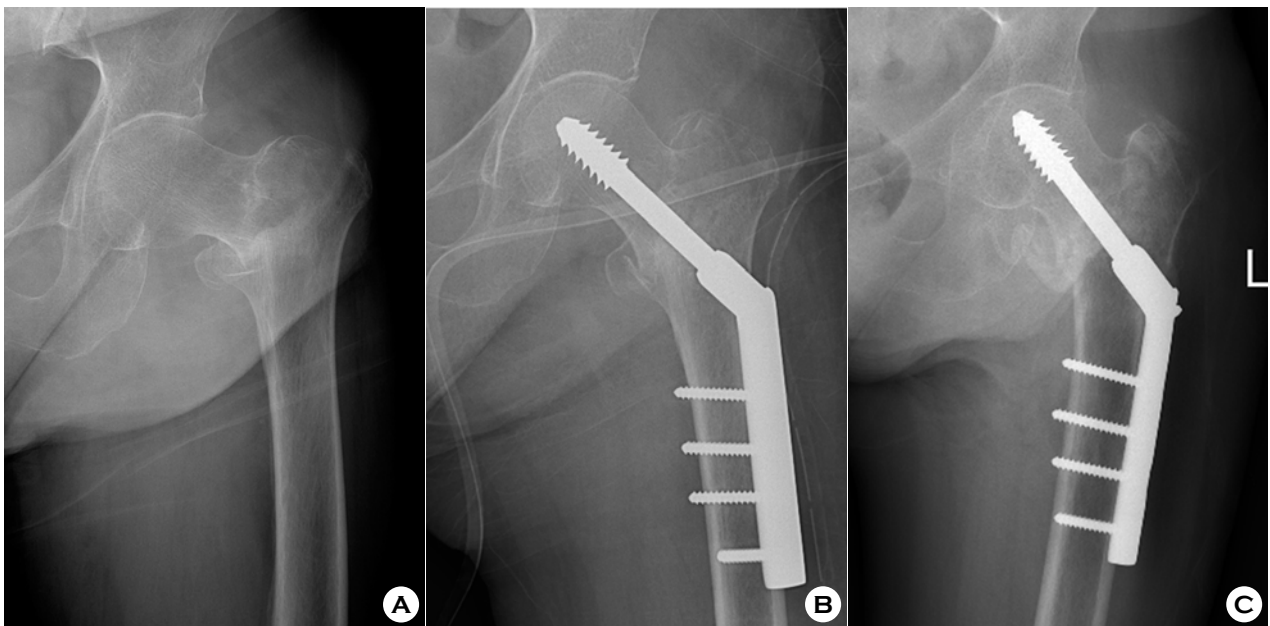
(A) Preoperative radiograph of a 72-year-old female showing unstable intertrochanteric fracture with osteoporosis. (B) Immediate postoperative radiograph showing fracture reduced by Wayne-County reduction. (C) Postoperative radiograph at 12 months showing maintained neck-shaft angle compared to immediate postoperative film.
